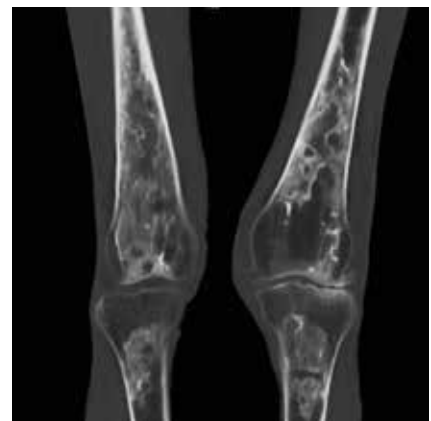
CT (Knochenfenster) coronar bds.
